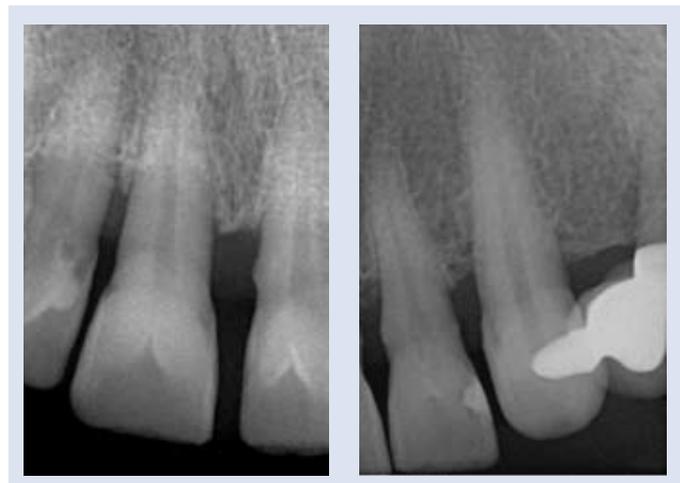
Radiografías periapicales previas al tratamiento con carillas ferulizadas (1.2, 1.1, 2.1, 2.2, 2.3).
